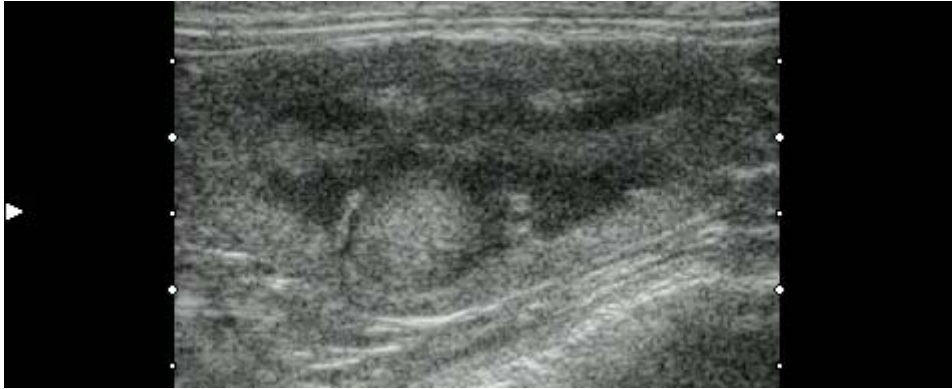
1-4-1 相変化前の VX2 移植腎臓の経皮的エコー像
